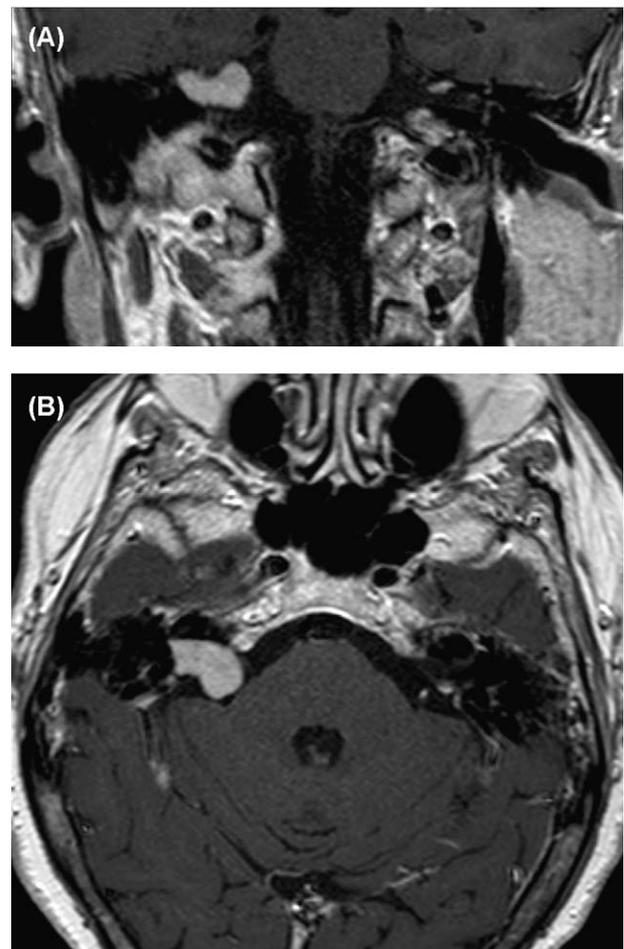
RMN di neurinoma del nervo acustico di destra: immagine coronale (A) ed assiale (B) di neurinoma che impegna il meato acustico interno e l'angolo ponto-cerebellare, senza compressione del tronco.
